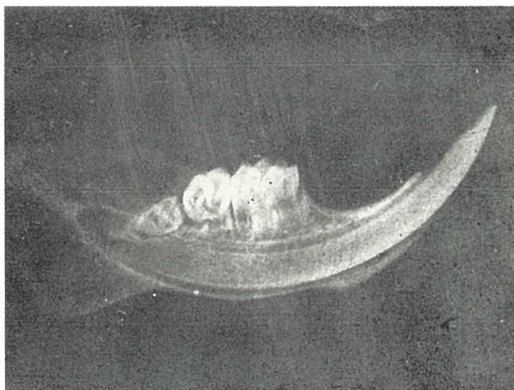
Radiografija vilice pacova 18 dana nakon ozračivanja. Klica trećeg molara nije razvijena, koreni drugog i prvog molara nisu potpuno razvijeni. Uveličanje × 4,8
